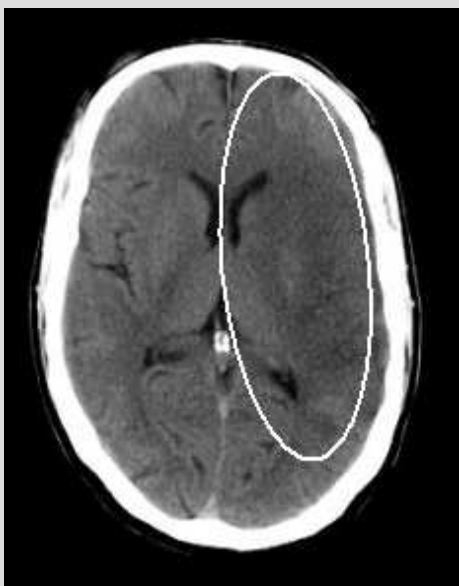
TAC craneal. El ovalo blanco indica infarto total de la circulación anterior (TACI) izquierda.
